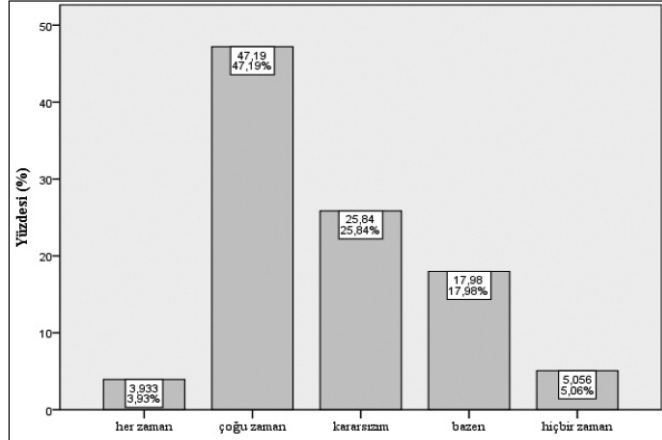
"Resmi BT yorumuna ihtiyaç duyuyor musunuz" sorusuna verilen cevap oranları.
